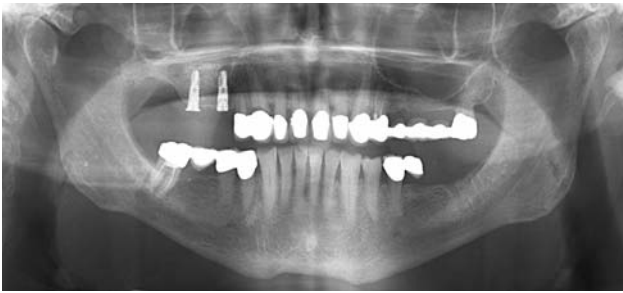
Röntgenkontrolle post OP.–
